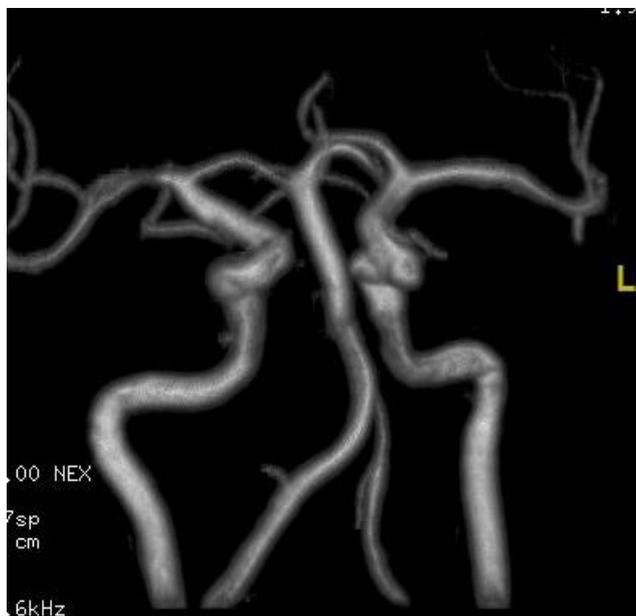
Angio-resonancia nuclear magnética cerebral de un paciente con CN de nuestra serie que muestra dominancia y elongación de la vertebral derecha.
